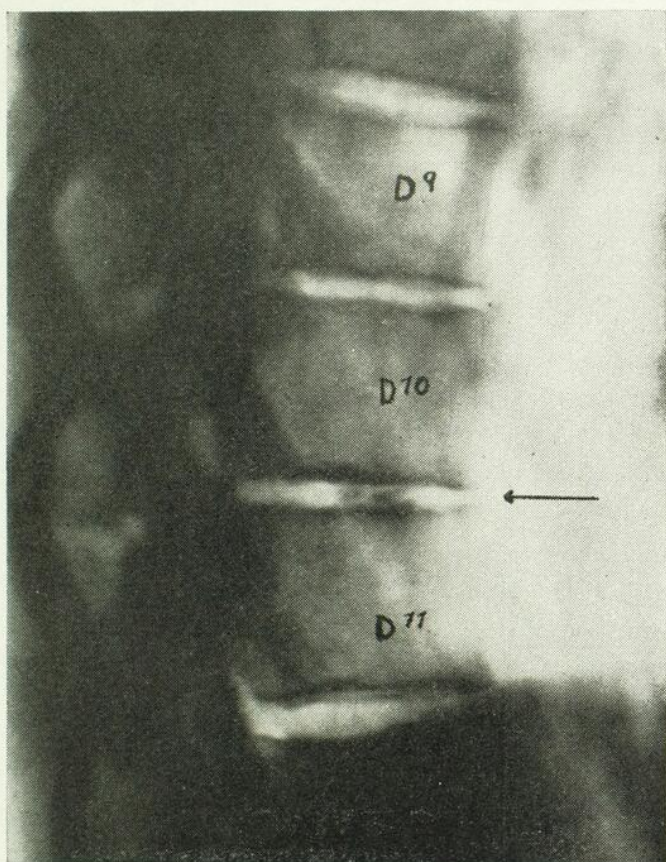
Radiographie latérale du rachis montrant les deux taches calcaires suspendues dans l'espace intervertébral D10-D11.
